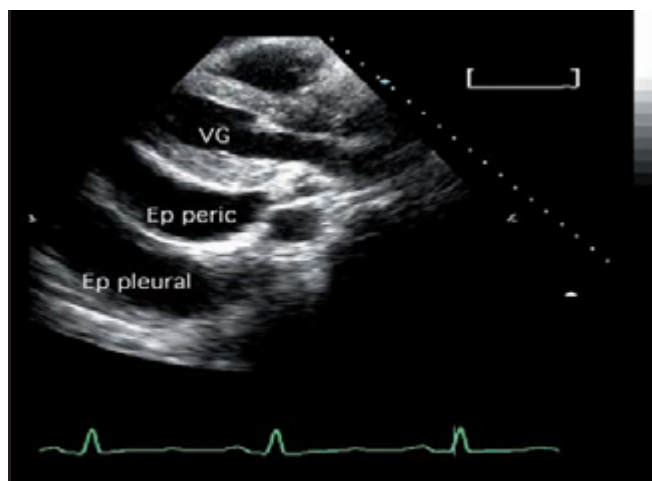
Échocardiographie bidimensionnelle par voie parasternale gauche.
